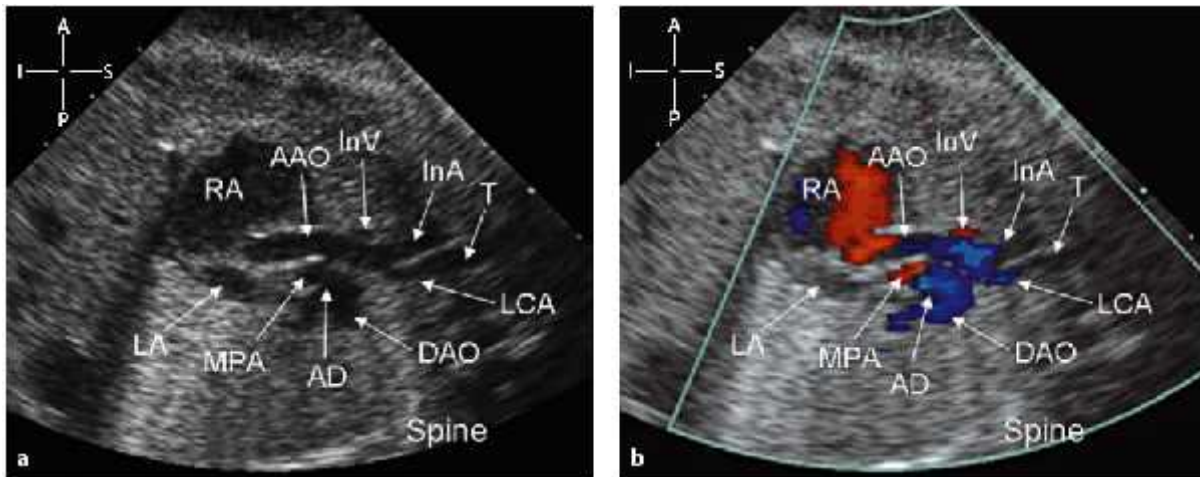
Mặt cắt trực dọc cung ĐMC ở thai 33 tuần bị hội chứng thiếu sản tim trái trên 2D (a) và trên doppler màu (b)
